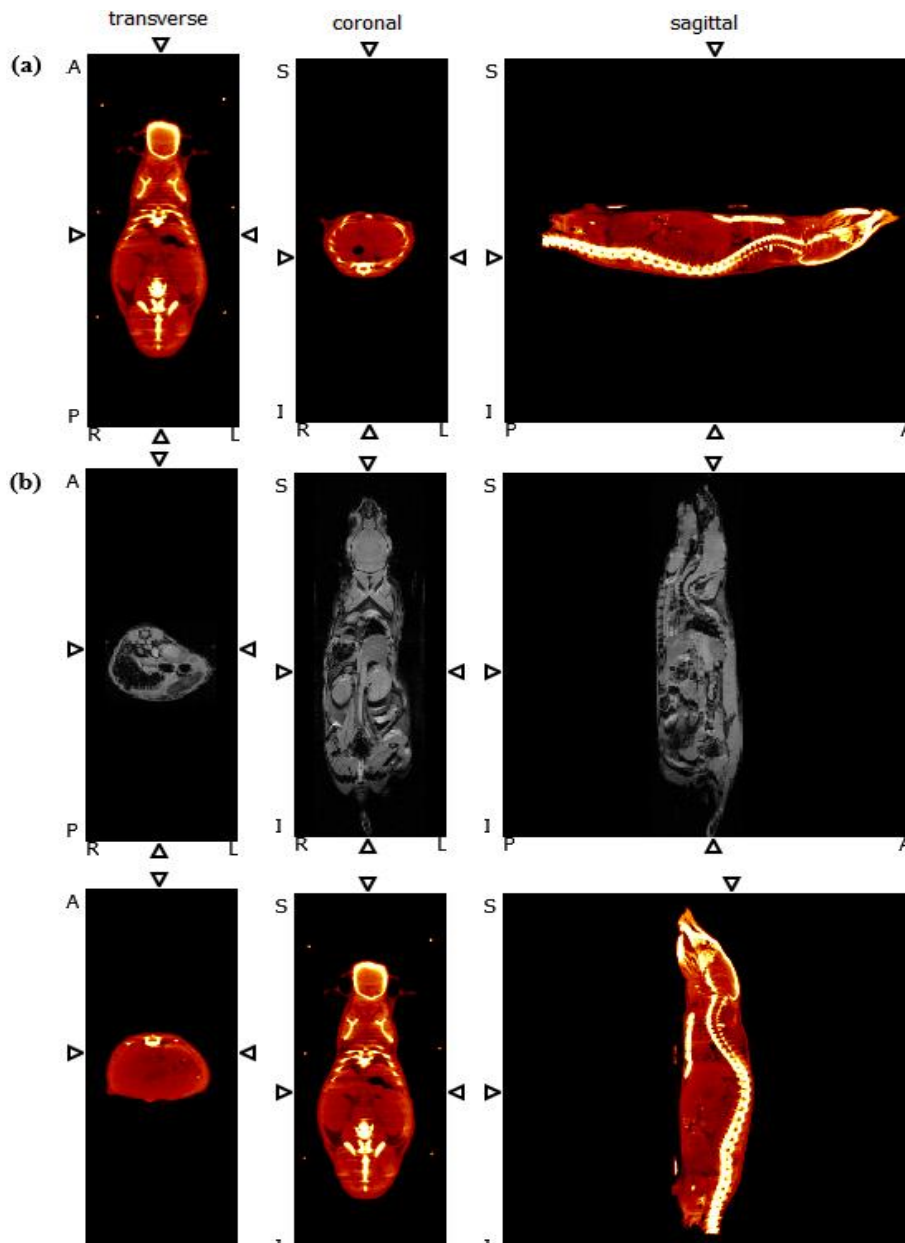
Correção dos dados CT, realizada no software AMIDE. *(a)* Dados CT pré-rotação; *(b)* Dados MRI coronal; *(c)* Dados CT pós-rotação.
